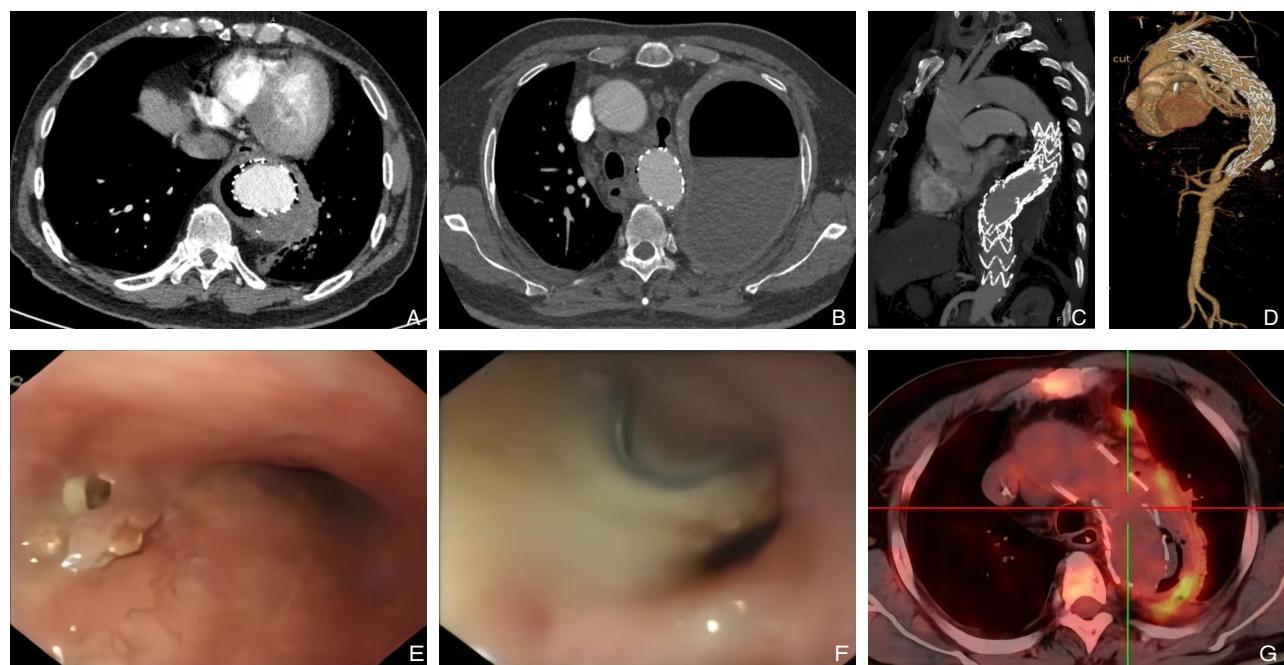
术前检查资料 A-B: 增强CT显示支架移植物周围与食管间气体影; C-D: 术前CTA; E-F: 消化内镜检查显示支架及感染灶; G: 术前PET-CT显示主动脉与食管间代谢异常增高
